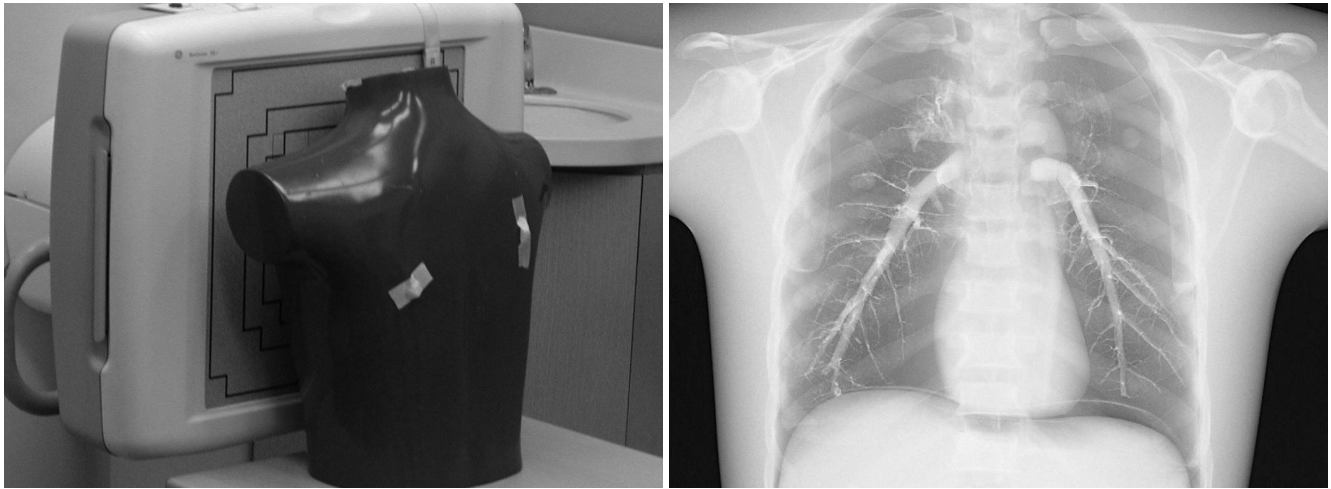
(A) An anthropomorphic phantom and (B) its radiographic image.
